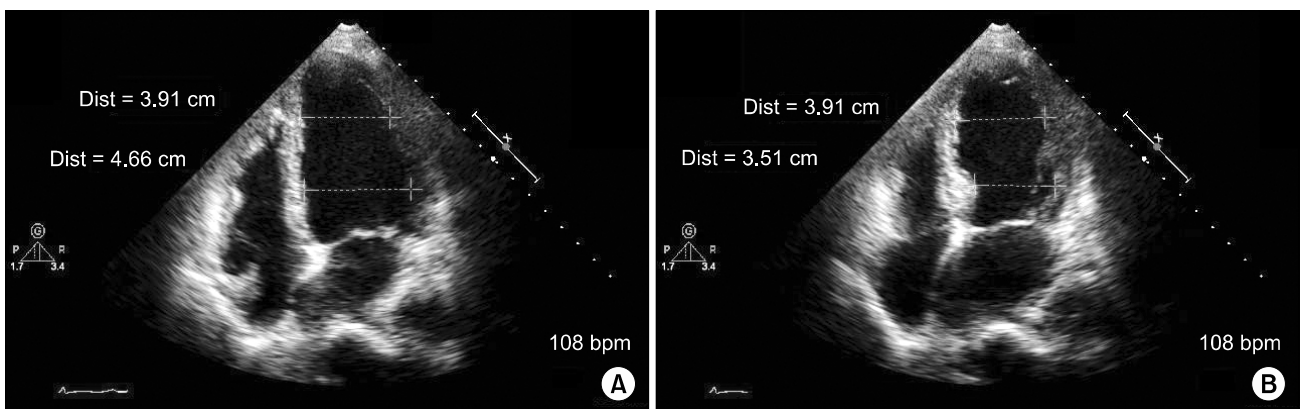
Apical 4-chamber views of transthoracic echocardiography at bed side on the first day of operation depicting a balloon-like asynergy at the apex of the left ventricle. Panel A: end-diastole. Panel B: end-systole.
